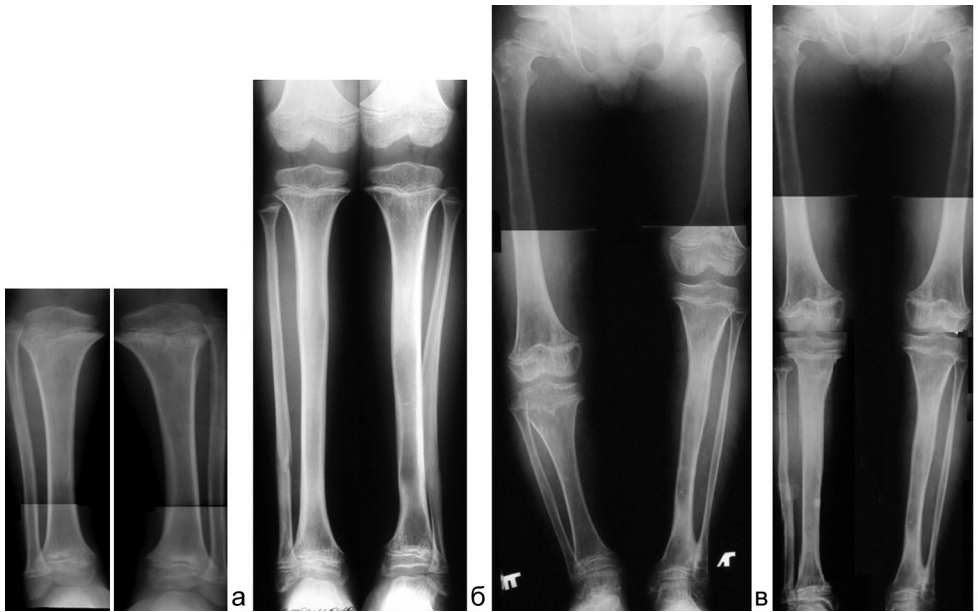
Рентгенограммы голени больного ахондроплазией: а – до лечения; б – после удлинения; в – рентгенограммы нижних конечностей после перекрестного удлинения правого бедра и левой голени; г – рентгенограммы нижних конечностей после второго перекрестного удлинения
